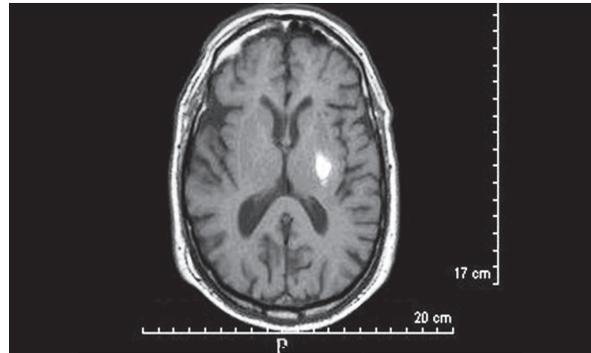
Resonancia magnética cerebral en secuencias de Espín-Eco ponderado en T1, que muestra una lesión hiperdensa en la cápsula interna compatible con una pequeña hemorragia cerebral en un paciente con hemiparesia motora pura.
